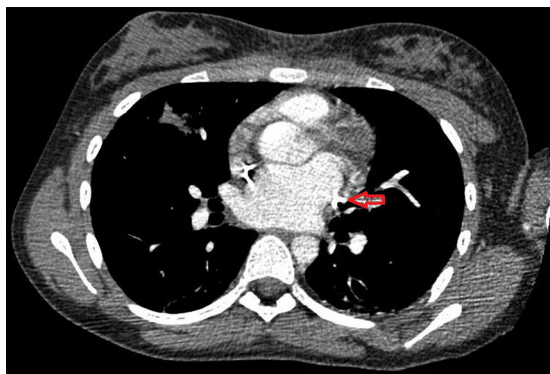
Computed tomography angiography of the chest showing evidence of a persistent left superior vena cava (arrow).
